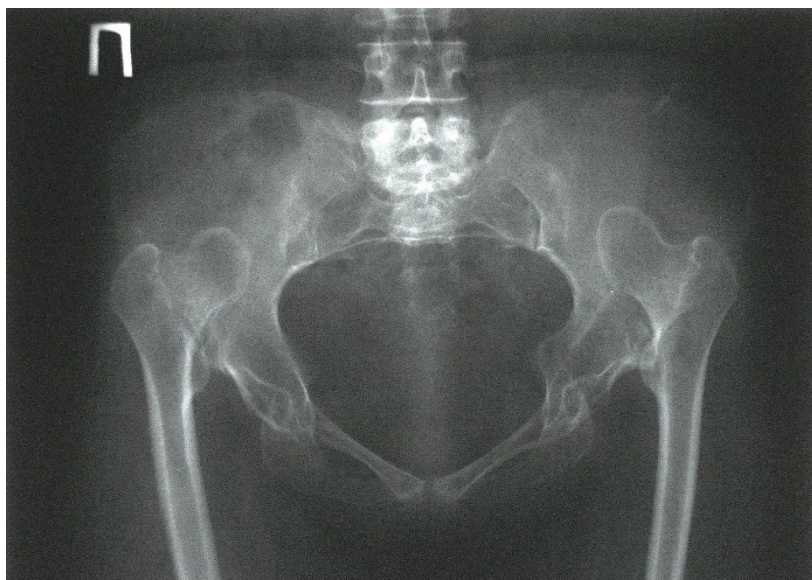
Рентгенограмма таза пациентки А.
